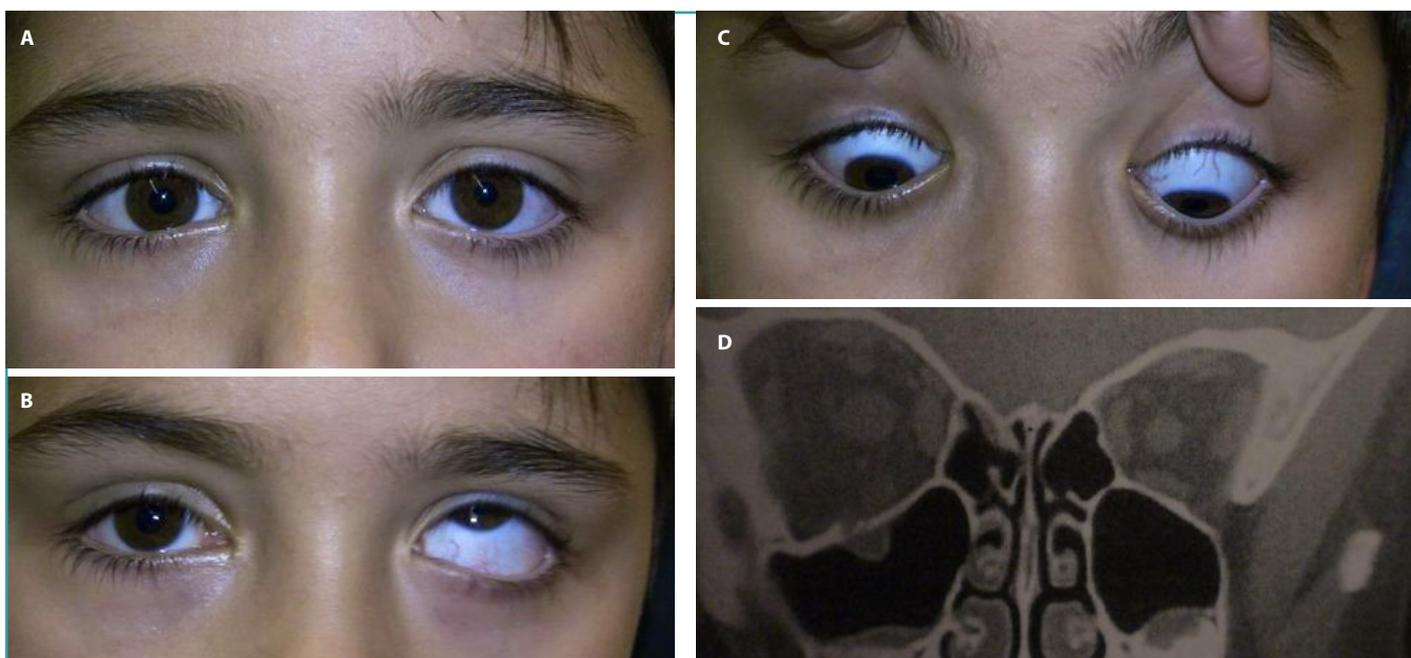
Niño de 8 años que acude aquejando diplopía tras contusión orbitaria. En PPM (3A) presentaba ortotropía con limitación severa de elevación (3B) y ligera de la depresión de su ojo derecho (3C) tras traumatismo orbitario. La exploración de las versiones es vital para que no pase desapercibida la fractura dada la poca repercusión que tiene en posición primaria. El TAC urgente (3D) demostró una fractura en trapdoor con atrapamiento del recto inferior.
